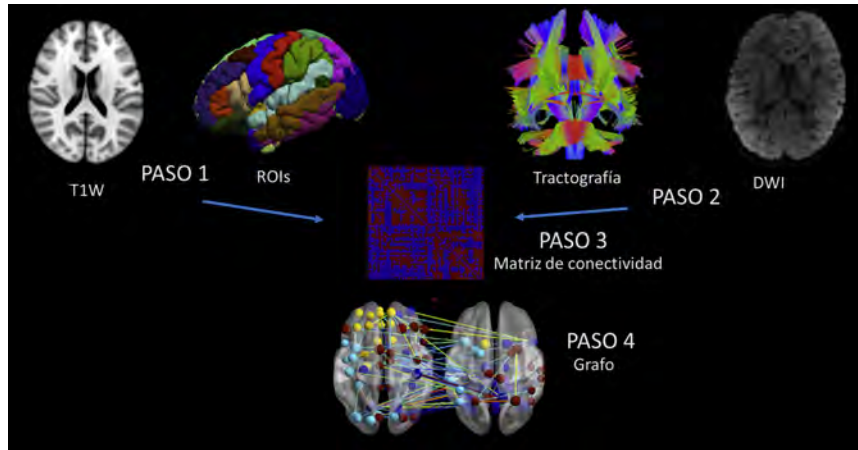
Pasos para la creación del conectoma partiendo de las MRIs en sus modalidades estructural y de difusión. Se observa que el primer paso es la segmentación anatómica que representará los vértices, el segundo obtener la tractografía que representará las aristas, el tercero la unión de vértices y aristas por medio del registro entre las imágenes T1W y DWI para crear una matriz de conectividad y como paso 4, se agregó la visualización del grafo. Fuente: [Meoded et al., 2020] (modificado).
